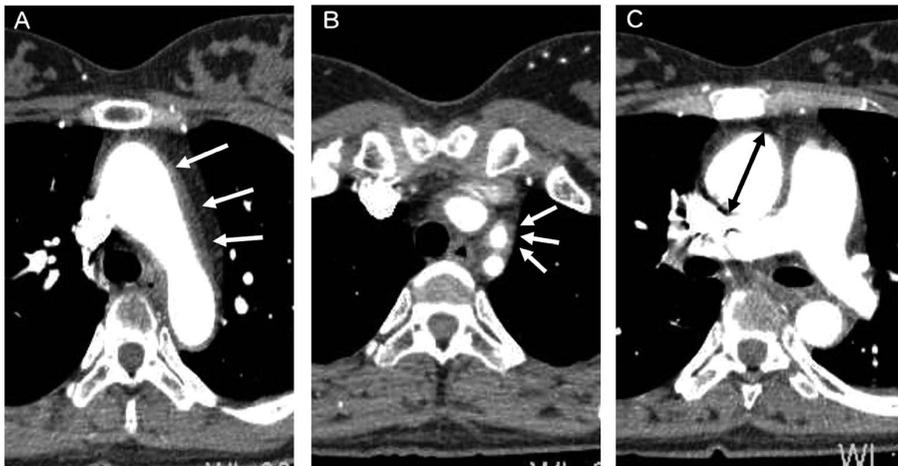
全身造影 CT；上行大動脈から大動脈弓の壁肥厚を認め (A、矢印 (→))、左総頸動脈起始部は壁肥厚と軽度の狭窄を呈していた (B、矢印 (→))。上行大動脈径は 38 mm と軽度拡大していた (C、矢印 (→))。
